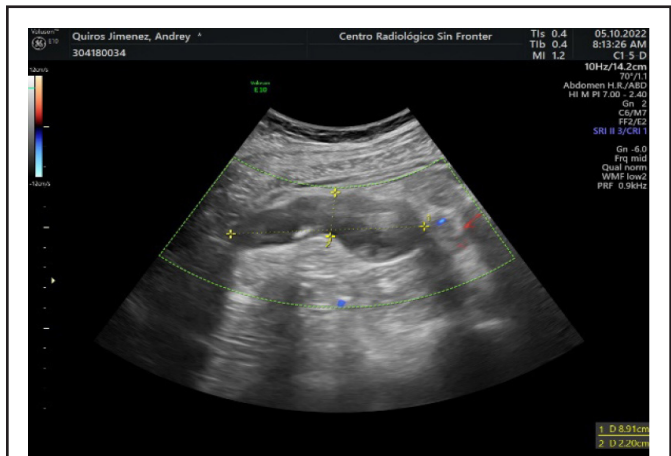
US de abdomen con imagen fusiforme, sin flujo Doppler.
